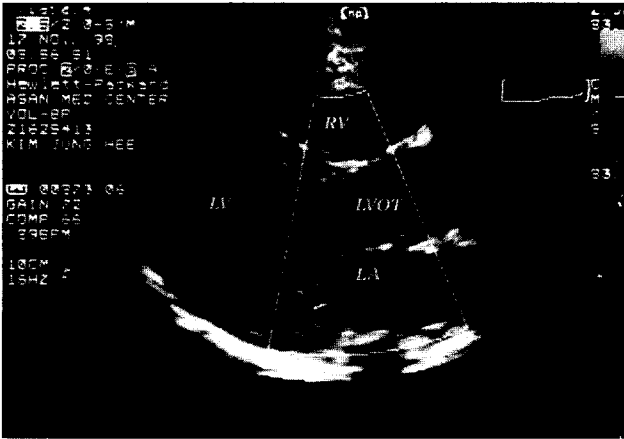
Postoperative transesophageal echocardiogram showing no more intracardiac shunt flow and trivial mitral regurgitation. LA, left atrium; LV, left ventricle; LVOT, left ventricular outlet track; RV, right ventricle.
